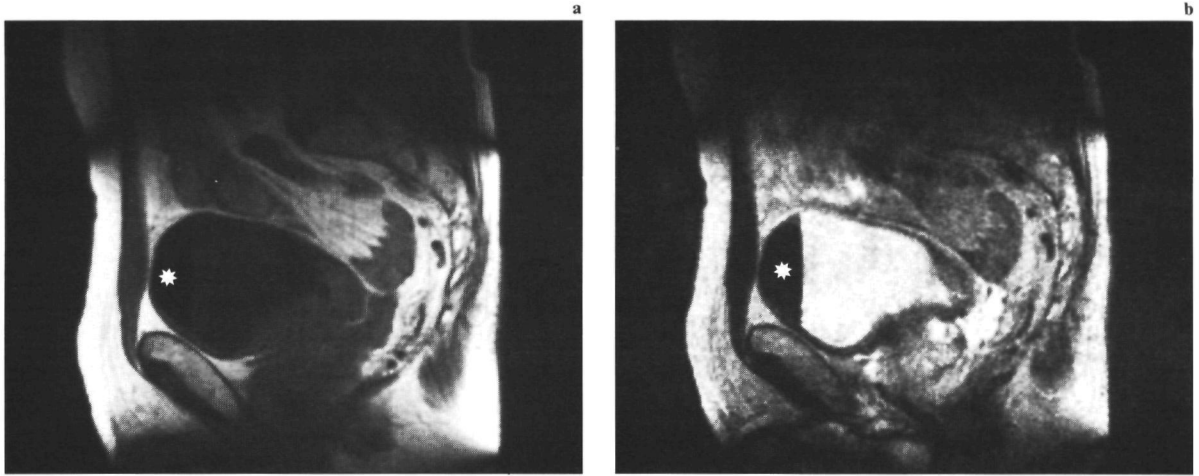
Op de sagittale MRI-opnamen (a) (0,5 T; SE/750/30/2) en (b) (0,5 T; SE/2000/150/2) is de lucht ventraal in de urineblaas (*), evenals de cortex van het os pubis zonder signaal.
